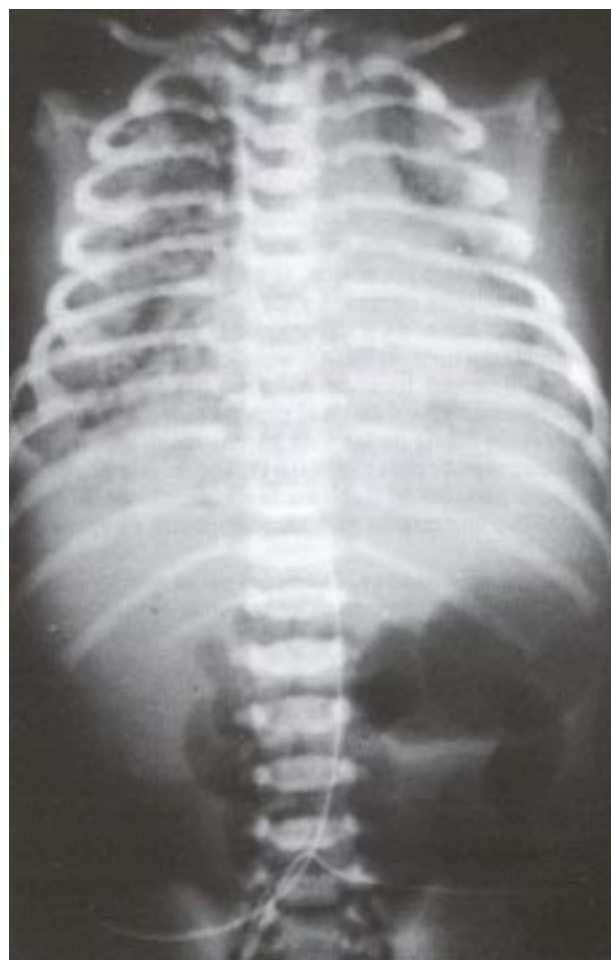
Radiografía anteroposterior (AP) de tórax de ingreso en un RN con síndrome de aspiración de meconio masivo, donde observamos infiltrado macronodular difuso bilateral.
